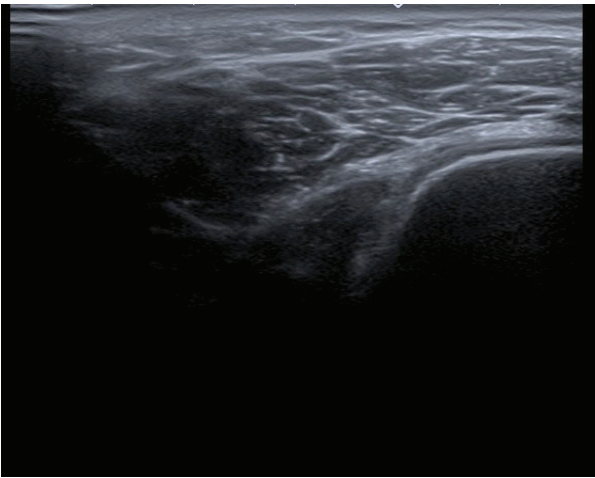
Ultrasound examination of the right deltoid muscle of patient B
